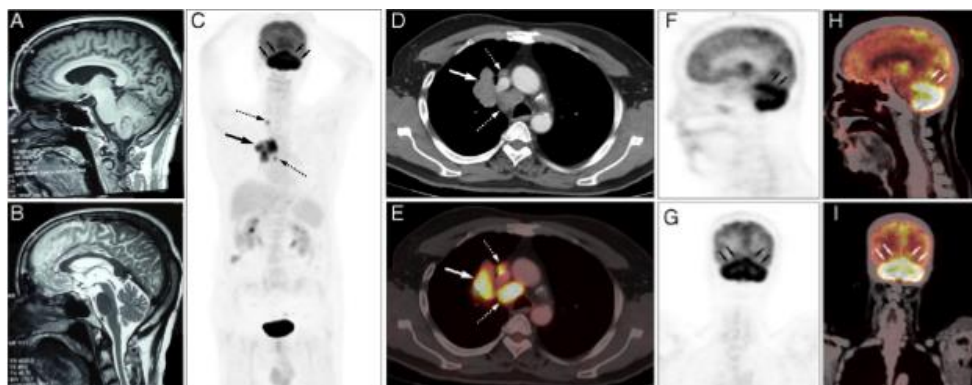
RM cerebral, corte sagital en T1(A) y T2 (B), muestra un cerebelo normal. Imagen C: PET con 18-FDG que revela una masa mediastínica y adenopatía única supraclavicular patológica. TC (D) y PET-TC (E,H,I): hiperactividad metabólica tanto tumoral como cerebelosa en casos de DCP.
